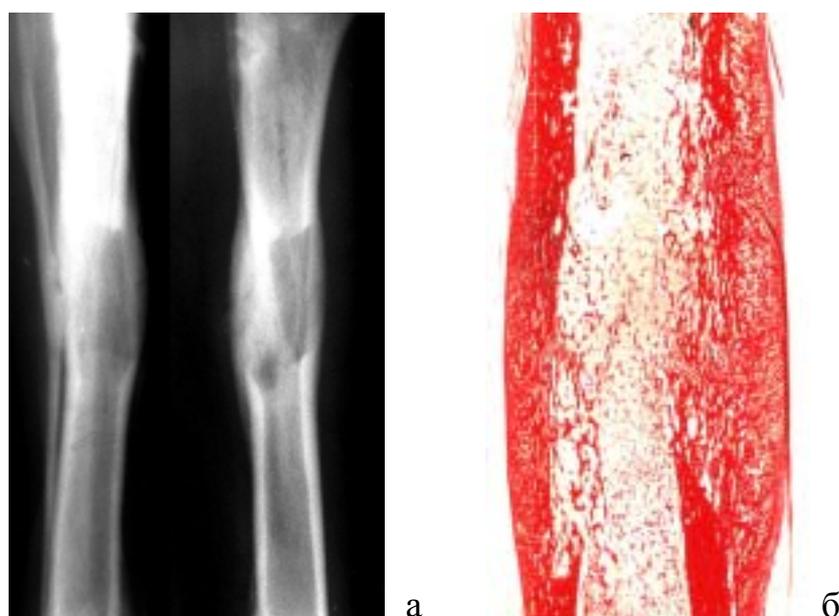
Рентгенограмма (а) и гистограмма (б) регенерата через 30 дней фиксации.
